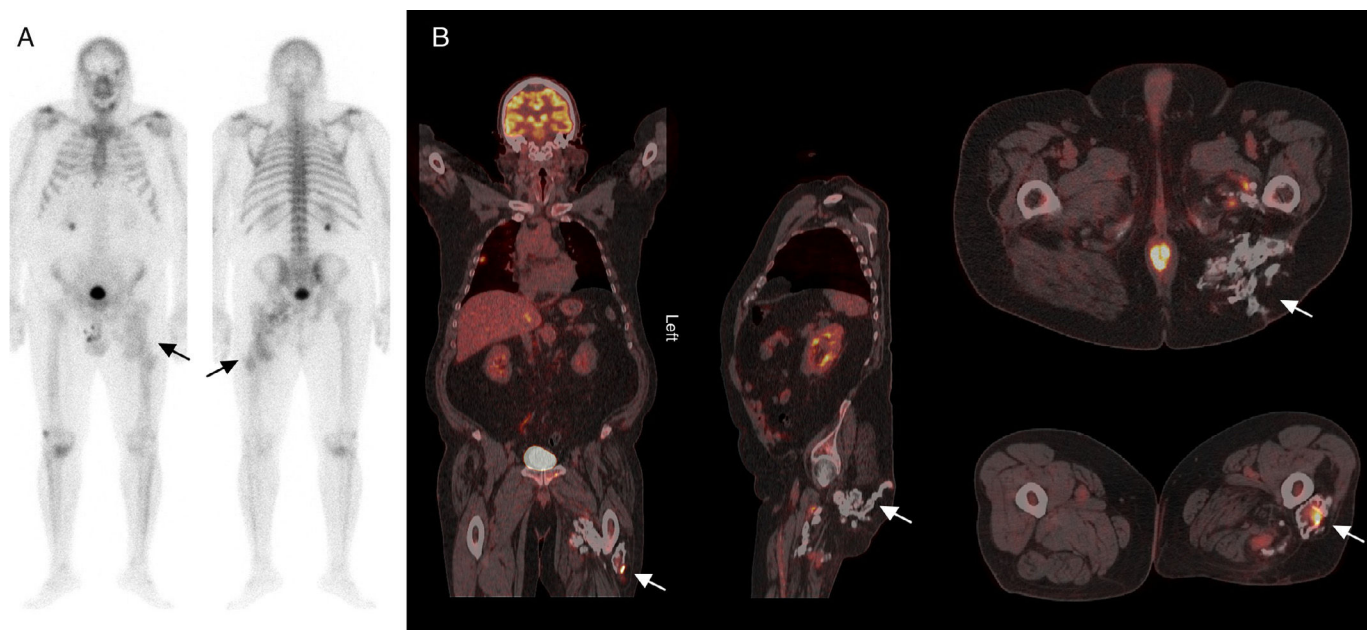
A) Gammagrafía ósea de cuerpo completo con ^{99m}Tc -hidroxi-metilen-difosfato en proyecciones anterior y posterior en las que se observa un incremento patológico e irregular de la actividad osteoblástica en el tercio medio y proximal de muslo izquierdo, con captación del trazador en tejidos blandos adyacentes y alteración en la morfología ósea normal (flechas). B) Planos coronal, sagital y axiales de estudio ^{18}F -FDG PET/CT en el que se observan múltiples acumulos patológicos del radiotrazador que se distribuyen desde planos postero-inferiores de la nalga izquierda hasta tercio medio del muslo ipsilateral (flechas).
